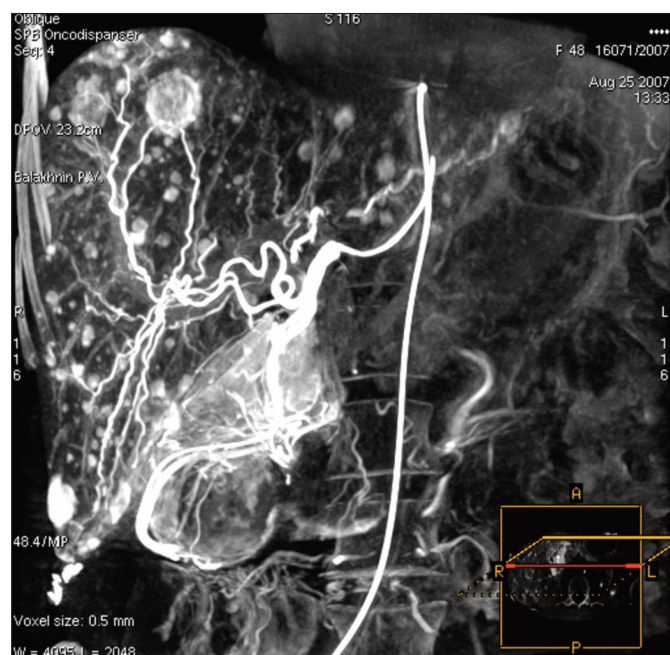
Первая в России ПДКТ-артериогепатикография (ПДКТ-АГ) у пациентки с «солитарным» метастазом нейроэндокринной опухоли в печени. Исследование выполнено в СПб ГБУЗ «ГКОД» 25 августа 2007 г. на ангиографической установке Innova-4100 (GE, США) путем введения в общую печеночную артерию 45 мл контрастного препарата (КП) Йопромид (Ультравист 370, Байер, Германия) со скоростью 3 мл/сек (продолжительность введения 15 сек) и началом 5-секундного сканирования на 10 сек. При выполнении ПДКТ-АГ в печени обнаружены множественные билобарные гипervasкулярные метастазы диаметром до 1 мм, не определявшиеся по данным МСКТ с внутривенным контрастированием. Впервые эти данные были представлены в научном докладе в НИИ хирургии им. А.В. Вишневского 20 декабря 2007 г.
